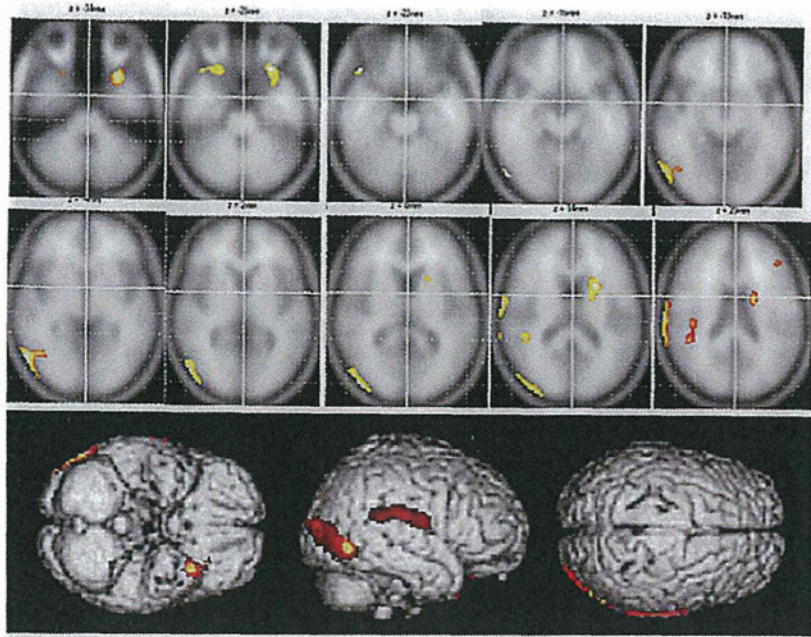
FDG-PET の SPM (statistic parametric mapping) による統計解析画像の例
